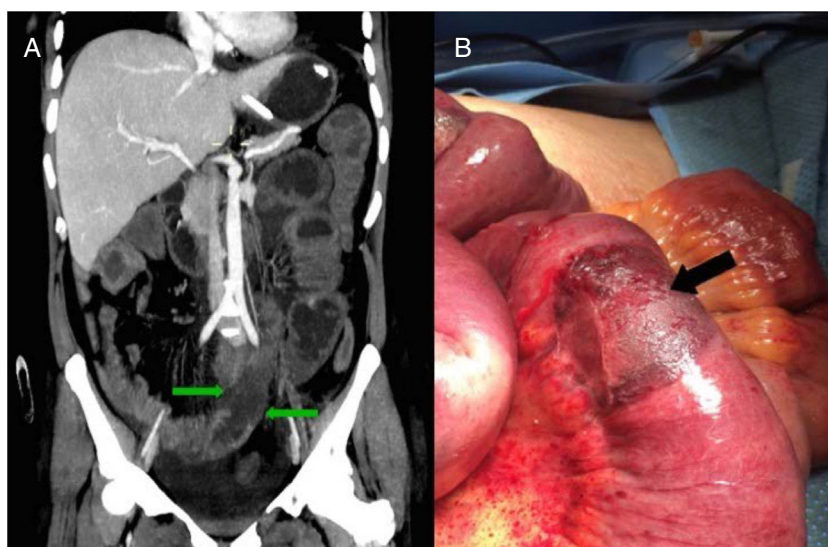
A) La tomografía computarizada de abdomen se muestra áreas segmentarias de hipoperfusión de la pared intestinal (flechas verdes). B) Imagen intraoperatoria con múltiples zonas isquémicas, circunferenciales, bien delimitadas, en el intestino delgado (flecha negra).
